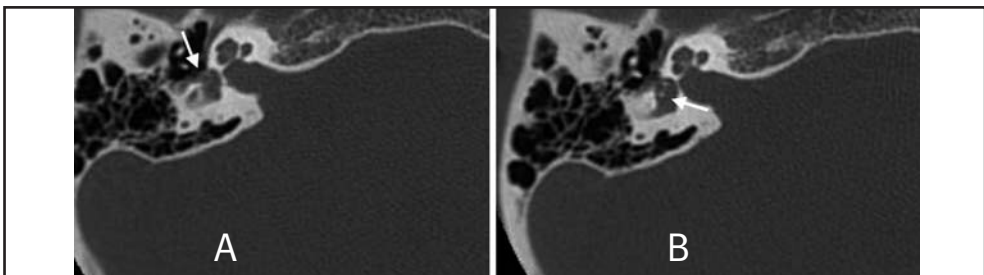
Stesso caso della figura precedente: ricostruzioni TC nel piano coronale
